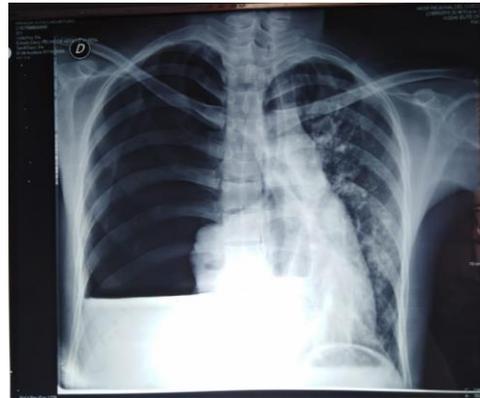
Radiografía simple de tórax donde se presencia nivel hidroaéreo en pulmón derecho, el neumotórax es tan extenso que desplaza las estructuras del mediastino al lado contralateral y colapsa el pulmón ipsilateral. Se observa lesiones cavernosas en pulmón izquierdo.
